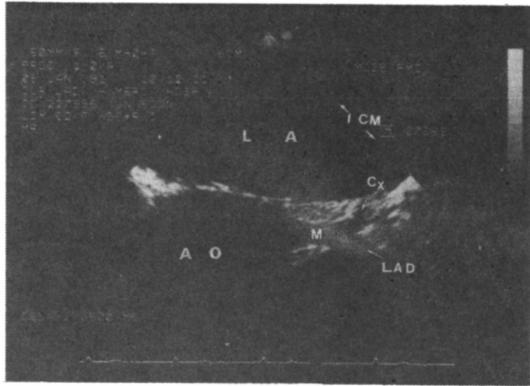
Transesophageal two-dimensional echocardiogram showing the left main coronary artery with bifurcation. AO=aortic root; LA=left atrium; M=main left coronary artery; Cx=circumflex artery; LAD=left anterior descending artery.
